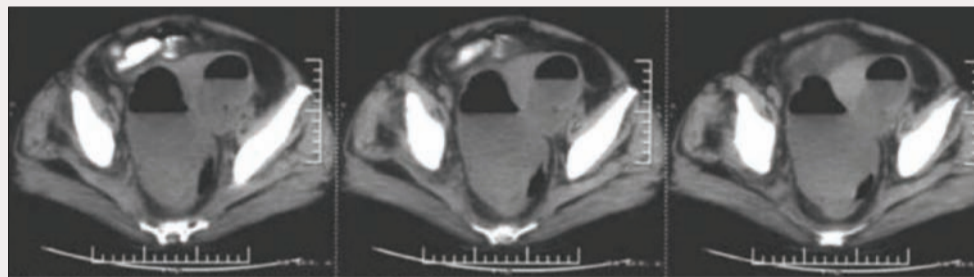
МСКТ органов таза: наличие больших газовых пузырей и горизонтальных уровней жидкости в области дугласова пространства
